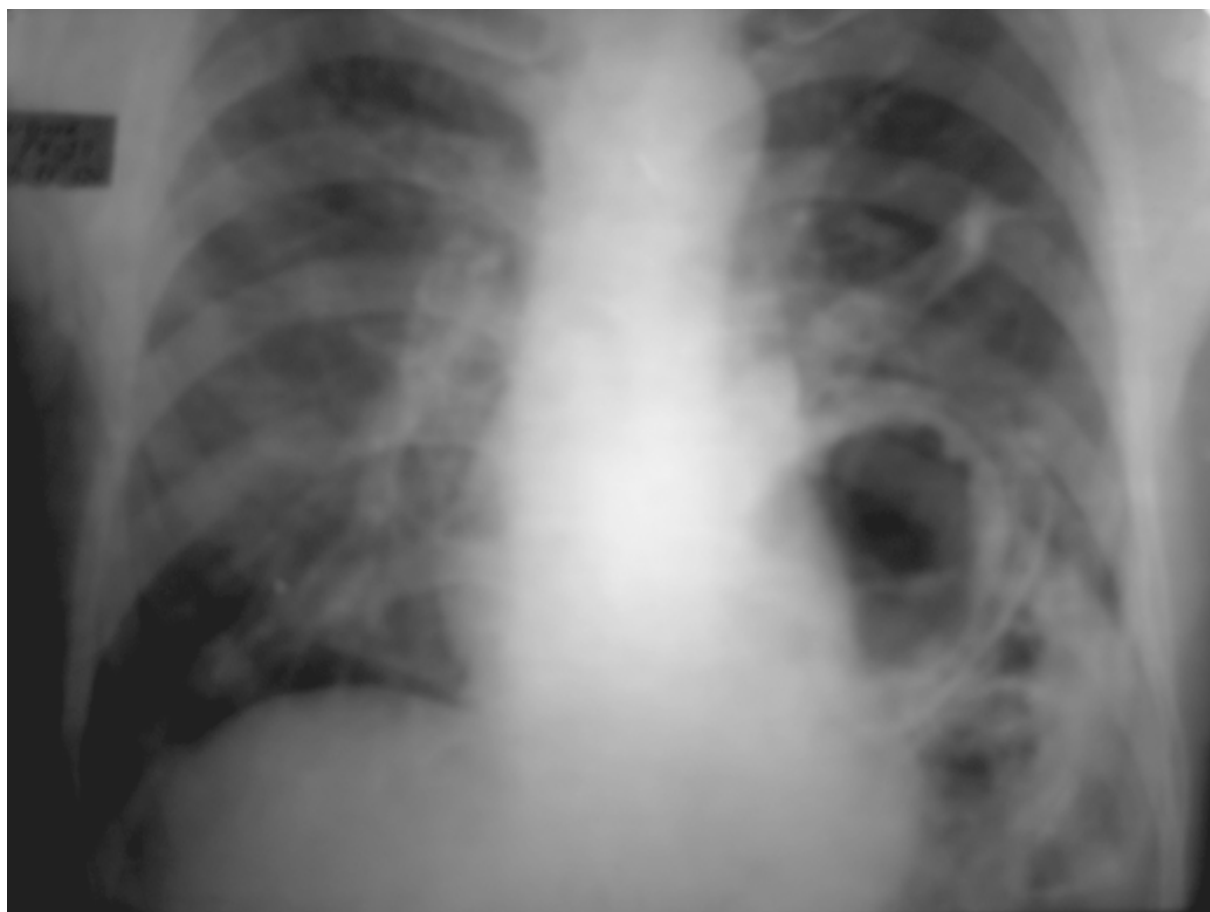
Обзорная рентгенограмма грудной клетки больного З., 27 лет.
